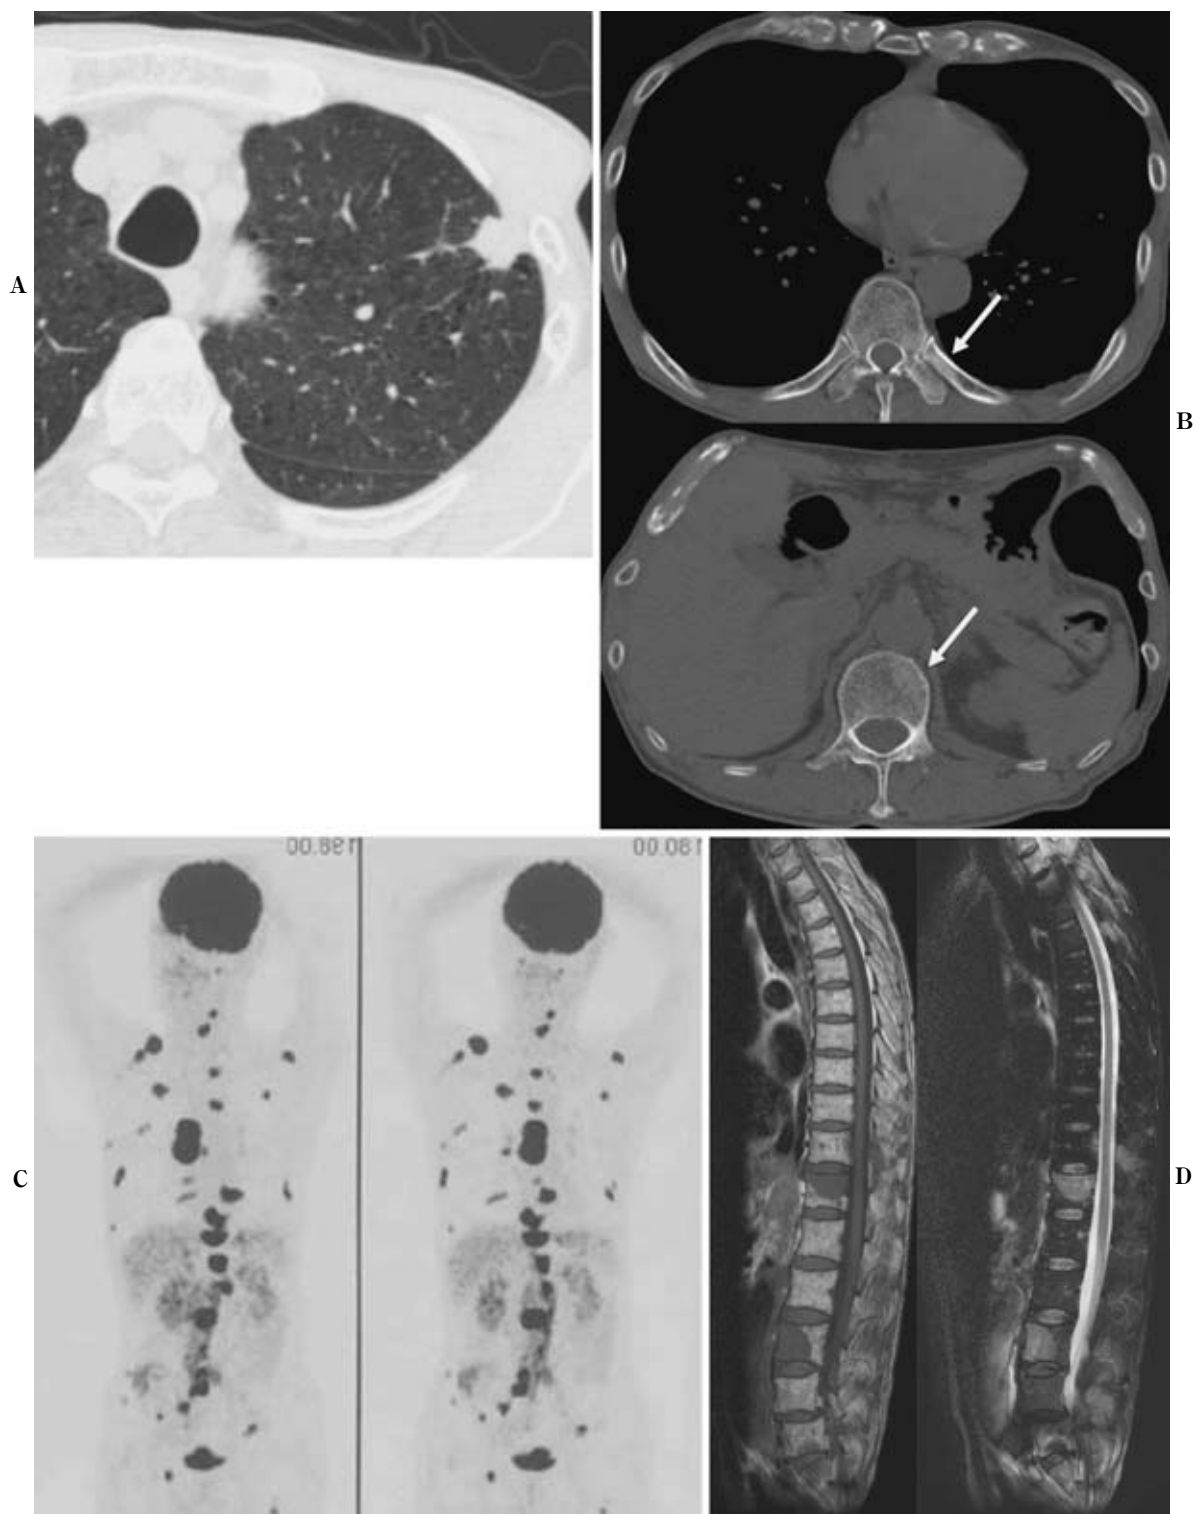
A 71-year-old man with a large neuroendocrine carcinoma in his left upper division segment. CT shows small nodules in the left upper division segment (A). CT images reconstructed using bone algorithm show faint sclerotic lesions in the bone marrow (B). The mild sclerotic lesions are sometimes incorrectly interpreted on CT. FDG-PET reveals distinct and numerous elevated accumulations (C). MRI, T1- and T2-weighted images also demonstrate multiple lesions similar to FDG-PET (D).
